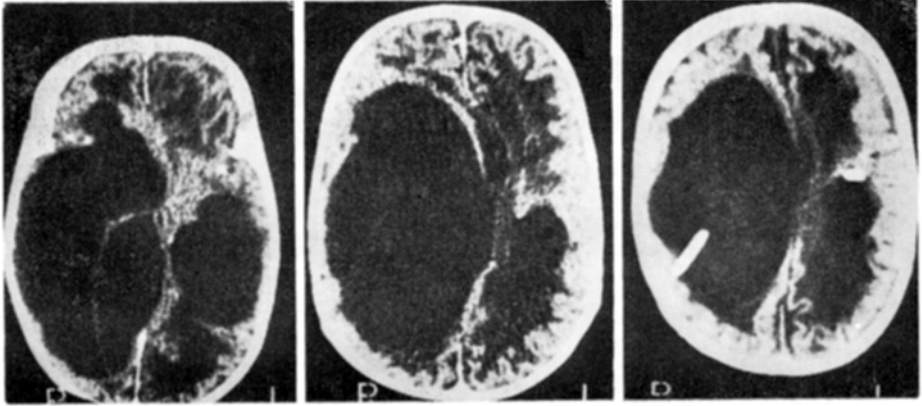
Caso 1. Tomografia computadorizada: à esquerda (A) e no meio (B), múltiplas cavidades contendo septos, os lóculos diferem em tamanho, forma e número, as membranas divergem em espessura mas geralmente são mais proeminentes no local da aderência à parede; à direita (C), após derivação ventriculo-peritoneal em Y, não evidenciando qualquer alteração em relação às anteriores.
